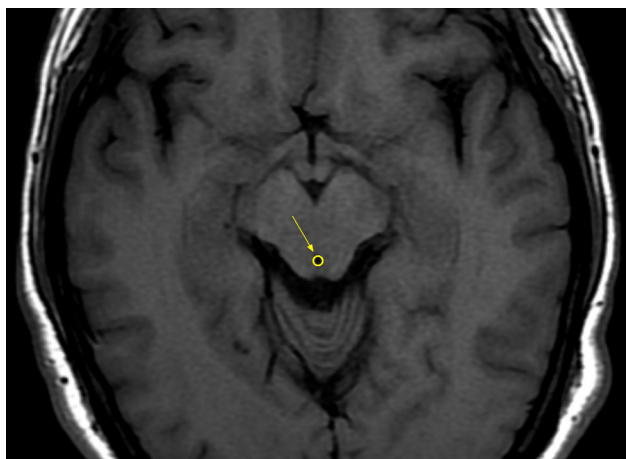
Imagen transversal de resonancia magnética ponderada en T1, adquirida con secuencia IR-TSE (inversión-recuperación combinada con turbo spin-eco).
